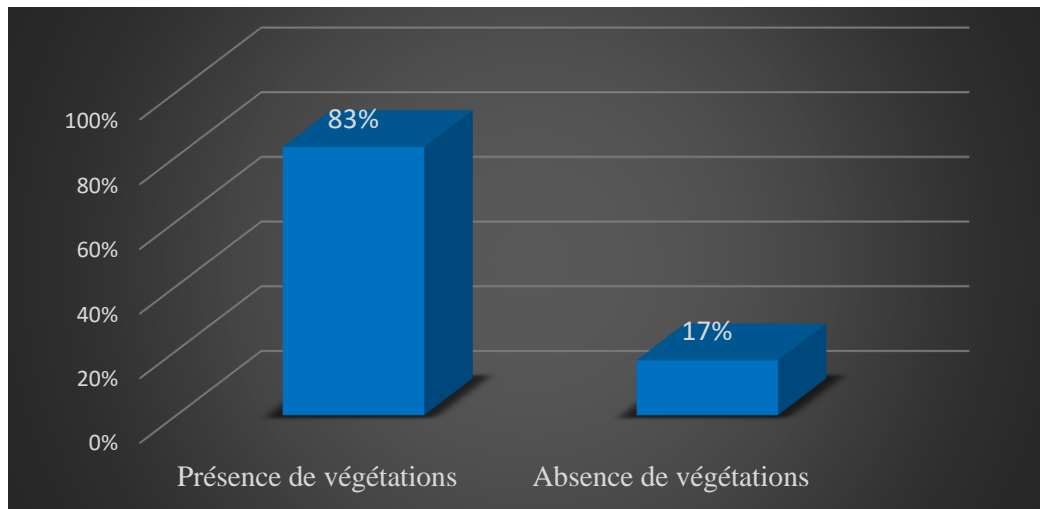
les résultats de l'échocardiographie
